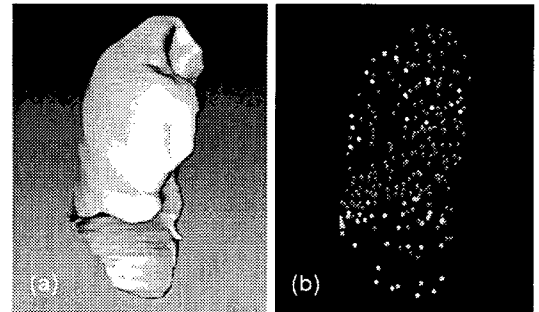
A lung tetrahedral grid constructed from patient CT dataset. (a) polygonal representation and (b) boundary condition set to the vertices.
